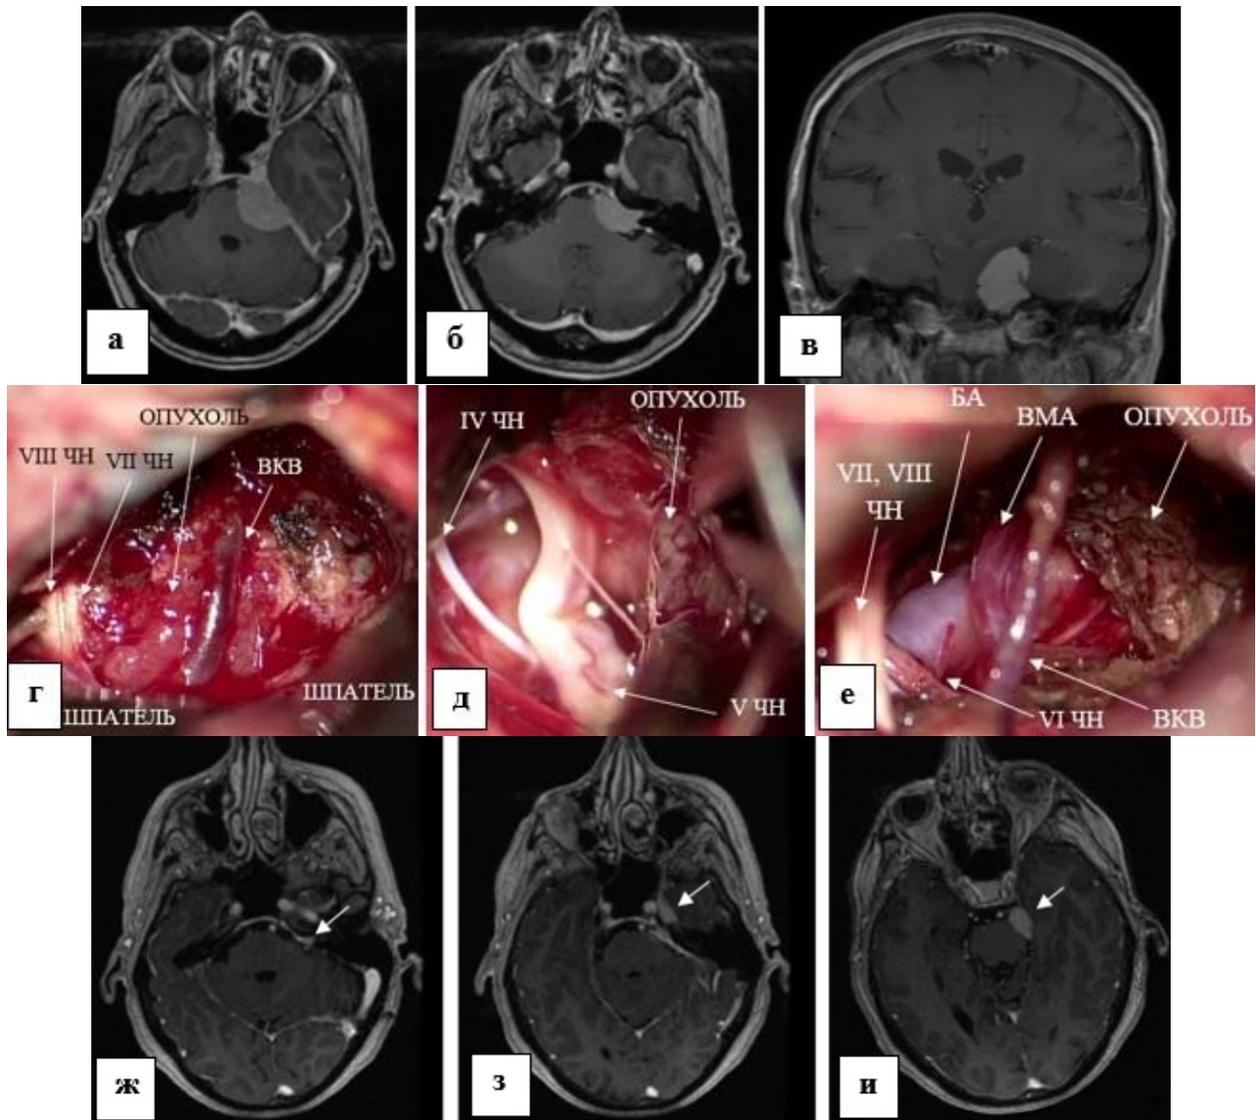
пример субтотального ПКМ. а, б, в – МРТ пациентки с ПКМ больших размеров, распространяющейся в кавернозный синус, среднюю черепную ямку, супратенториально. г – вид операционной раны после тракции мозжечка. Визуализируется акустико-фациальная группа нервов, верхняя каменистая вена. д, е – этапы удаления опухоли. Выделены IV, V, VI черепные нервы, базилярная артерия, верхняя мозжечковая артерия. ж, з, и – послеоперационные МРТ. Определяются незначительные остатки опухоли в области внутреннего слухового прохода, кавернозного синуса, супратенториально (указаны стрелками)
